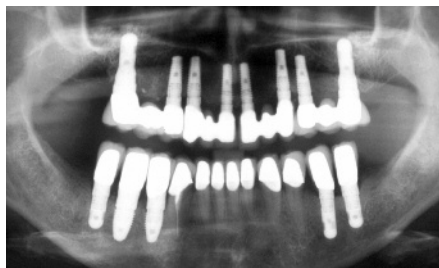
Abschluss-Orthopantomogramm Oberkiefer 4 dreigliedrige Brücken
